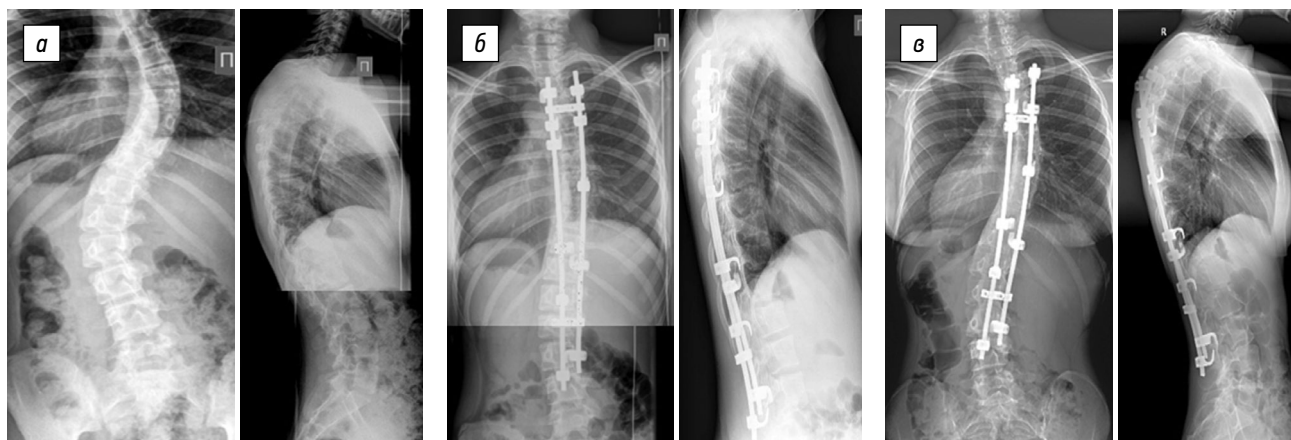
Рентгенограммы пациентки 13 лет в двух проекциях: *а* — исходно: правосторонняя грудная сколиотическая деформация IV степени (51° по Cobb) с поясничным противоискривлением (49°), грудной кифоз — 62° , поясничный лордоз — 59° ; *б* — после хирургической коррекции сколиотической деформации позвоночника с применением ламинарной фиксации в сочетании с мобилизующей дискэктомией на уровне Th_5-Th_6 , Th_6-Th_7 , Th_7-Th_8 , Th_8-Th_9 ; основная грудная дуга — 24° , поясничное противоискривление — 20° , грудной кифоз — 40° , поясничный лордоз — 46° ; *в* — рентгенологический контроль спустя 6 лет от момента операции: основная грудная дуга — 35° , поясничное противоискривление — 34° , грудной кифоз — 51° , поясничный лордоз — 57°
